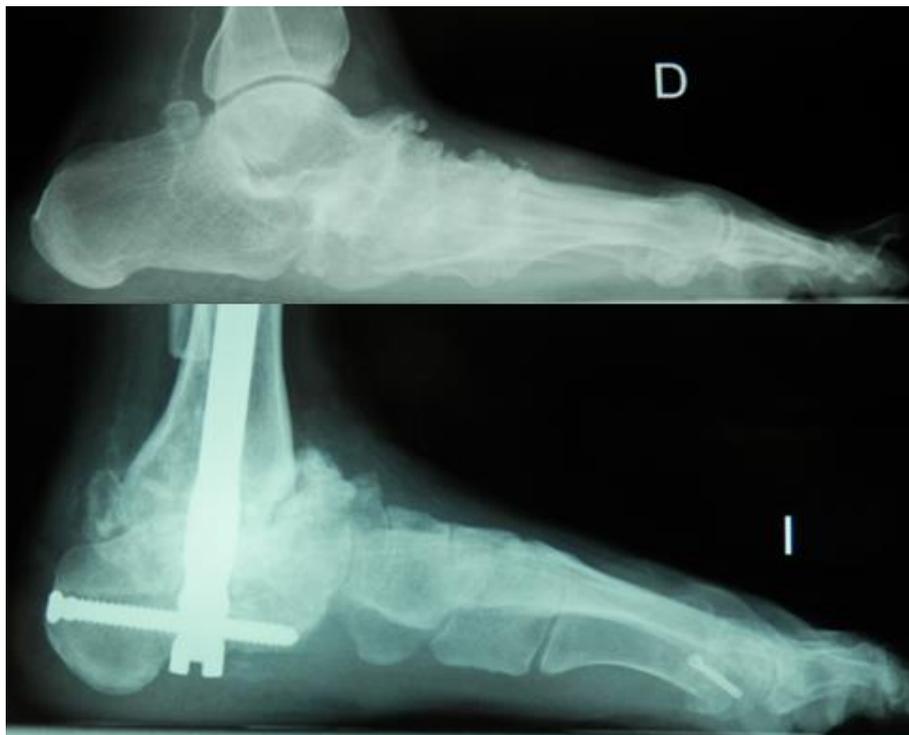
Radiografías laterales del 17 de diciembre de 2012.
